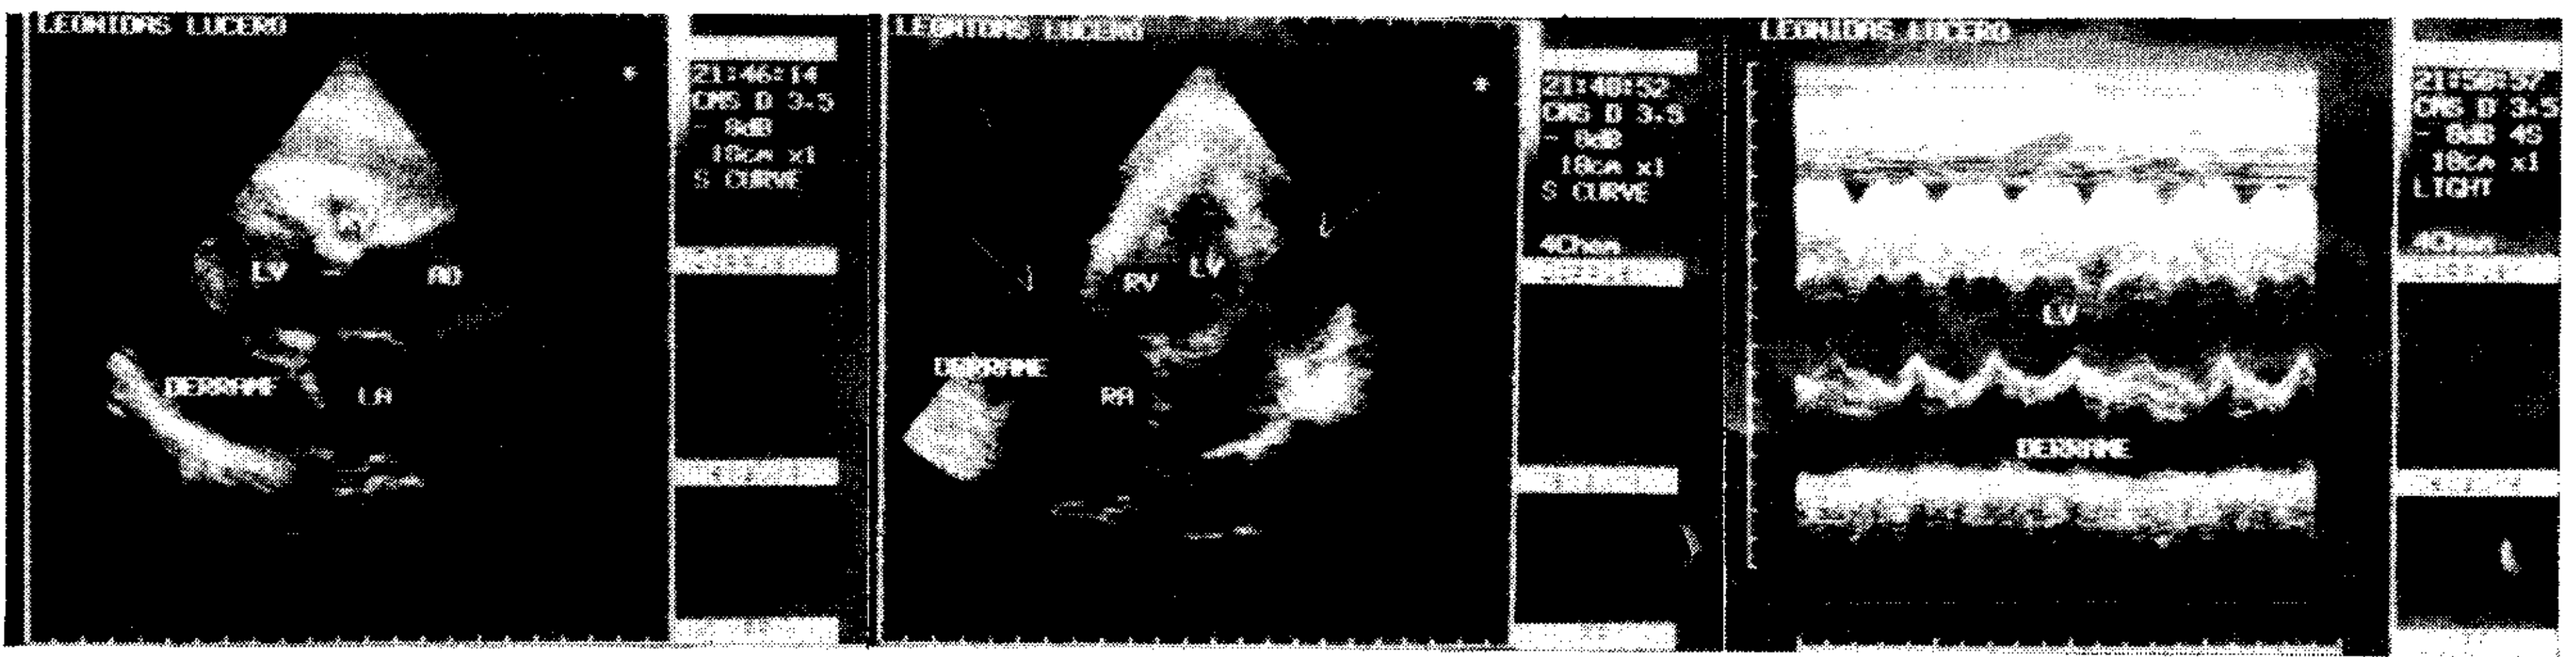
Ecocardiograma modo B: se observa un corazón hiperdinámico de tamaño normal, con movimiento paradójal del tabique interventricular. Colapso diastólico de aurícula y ventrículo derecho, en el que se observa, además, deformación de su pared anterior. Diagnóstico: taponamiento cardíaco.
